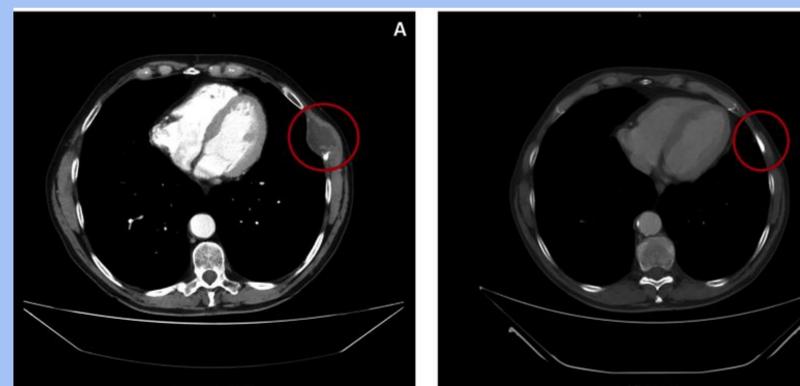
Lesión ósea lítica en línea axilar anterior de 7º arco costal izquierdo. A. TC basal (septiembre 2019). B. En la actualidad, tras 15 ciclos de pembrolizumab (octubre 2020).
